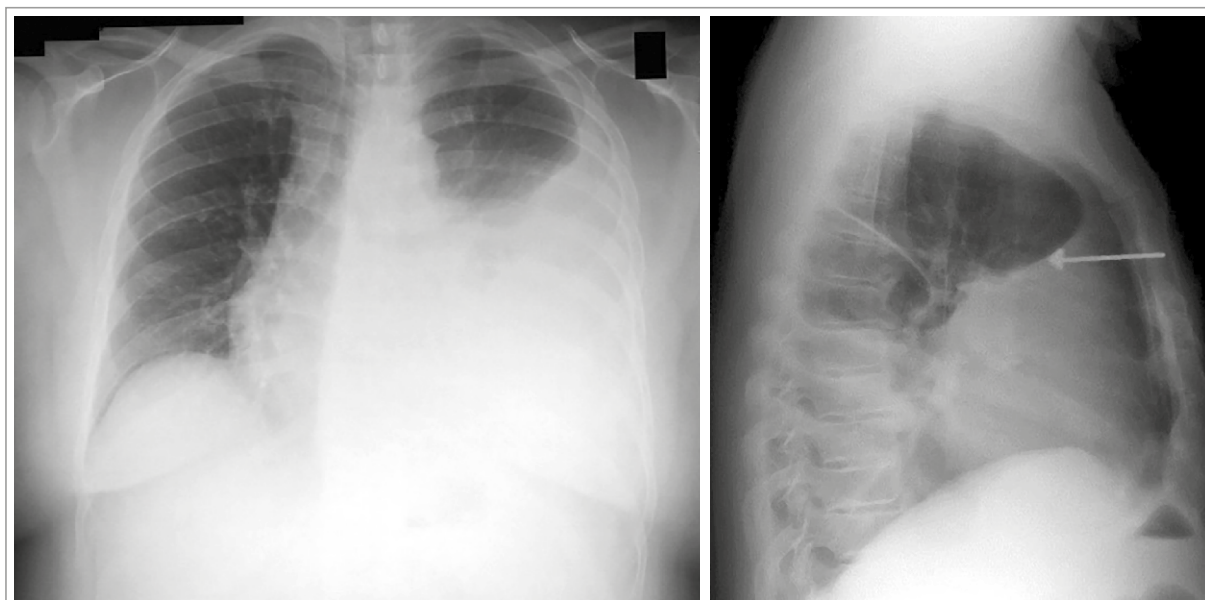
Radiografía de tórax. Se observa, tanto en la placa posteroanterior (izquierda) y lateral (derecha), un derrame pleural a izquierda. Obtenido de licencia CC-4-0, James Hellman.
